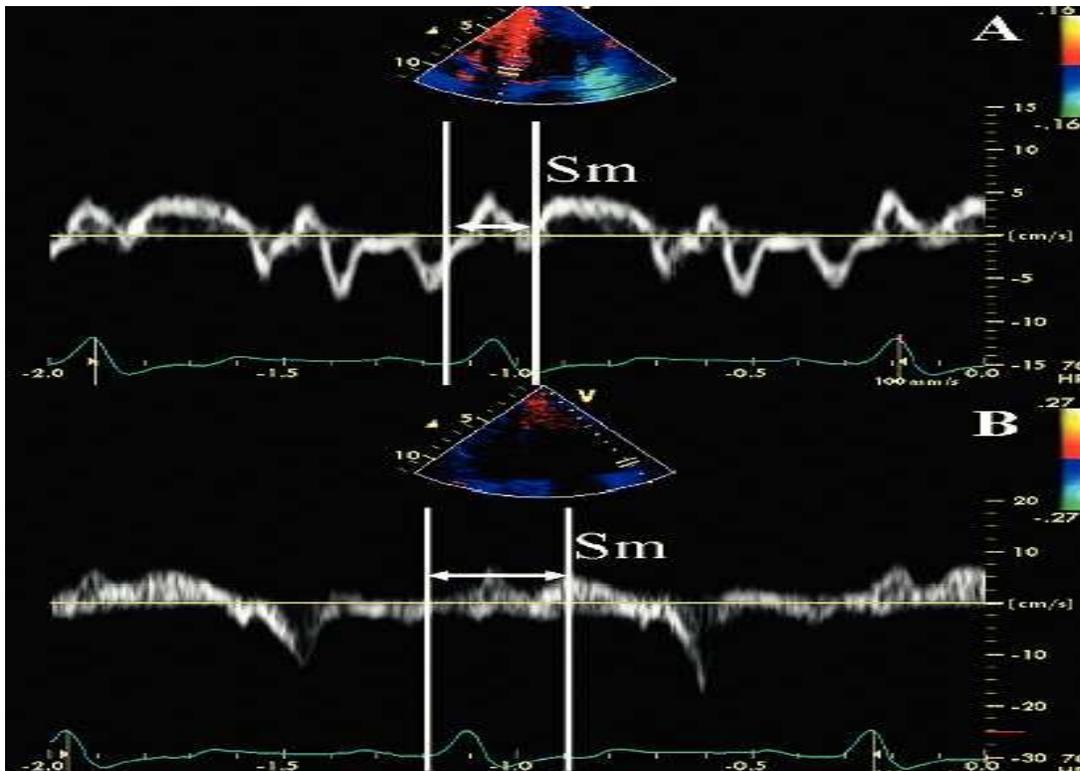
En la figura se obtiene un retraso electromecánico del tabique a la pared lateral del ventrículo izquierdo de 48 ms medido por Doppler tisular pulsado. (37)
